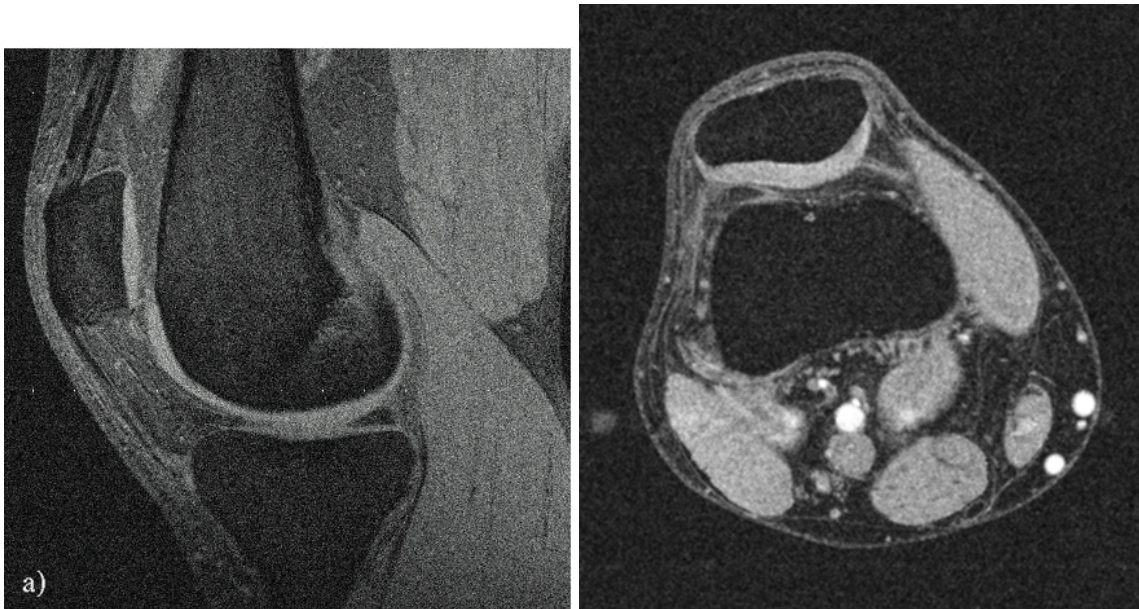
a,b MRT-Schichtbilder eines Kniegelenks in sagittaler (a) und transversaler (b) Orientierung. Der sagittale Schnitt wurde mit einer 3D-FLASH-Sequenz mit Fettsättigung erzeugt, beim transversalen Schnitt wurde eine selektive Wasseranregungssequenz verwendet. In beiden Bildern zeichnet sich der Knorpel durch eine hohe Signalintensität gegenüber dem umgebenden Gewebe aus.
